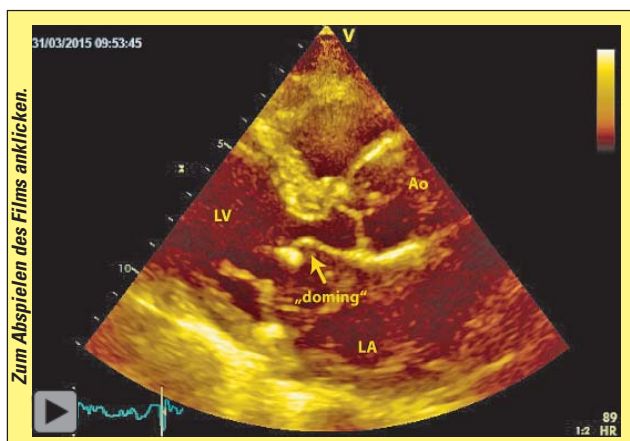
Parasternaler Längsschnitt: Typisches Bild einer rheumatischen Mitralstenose mit „doming“ der Klappensegel (Pfeil). (LV = linker Ventrikel; LA = linker Vorhof)
